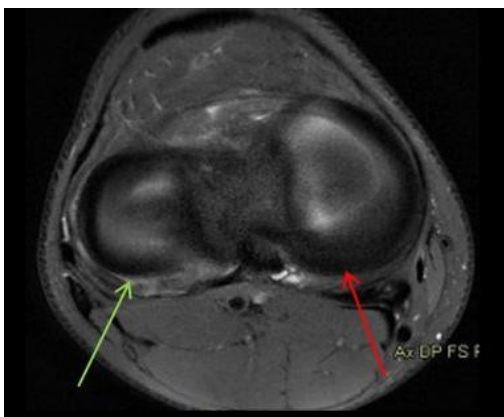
IRM en coupe axiale DP FAT SAT :corne postérieure du ménisque externe (flècheverte)cornepostérieureduménisqueinterne(flècherouge)
